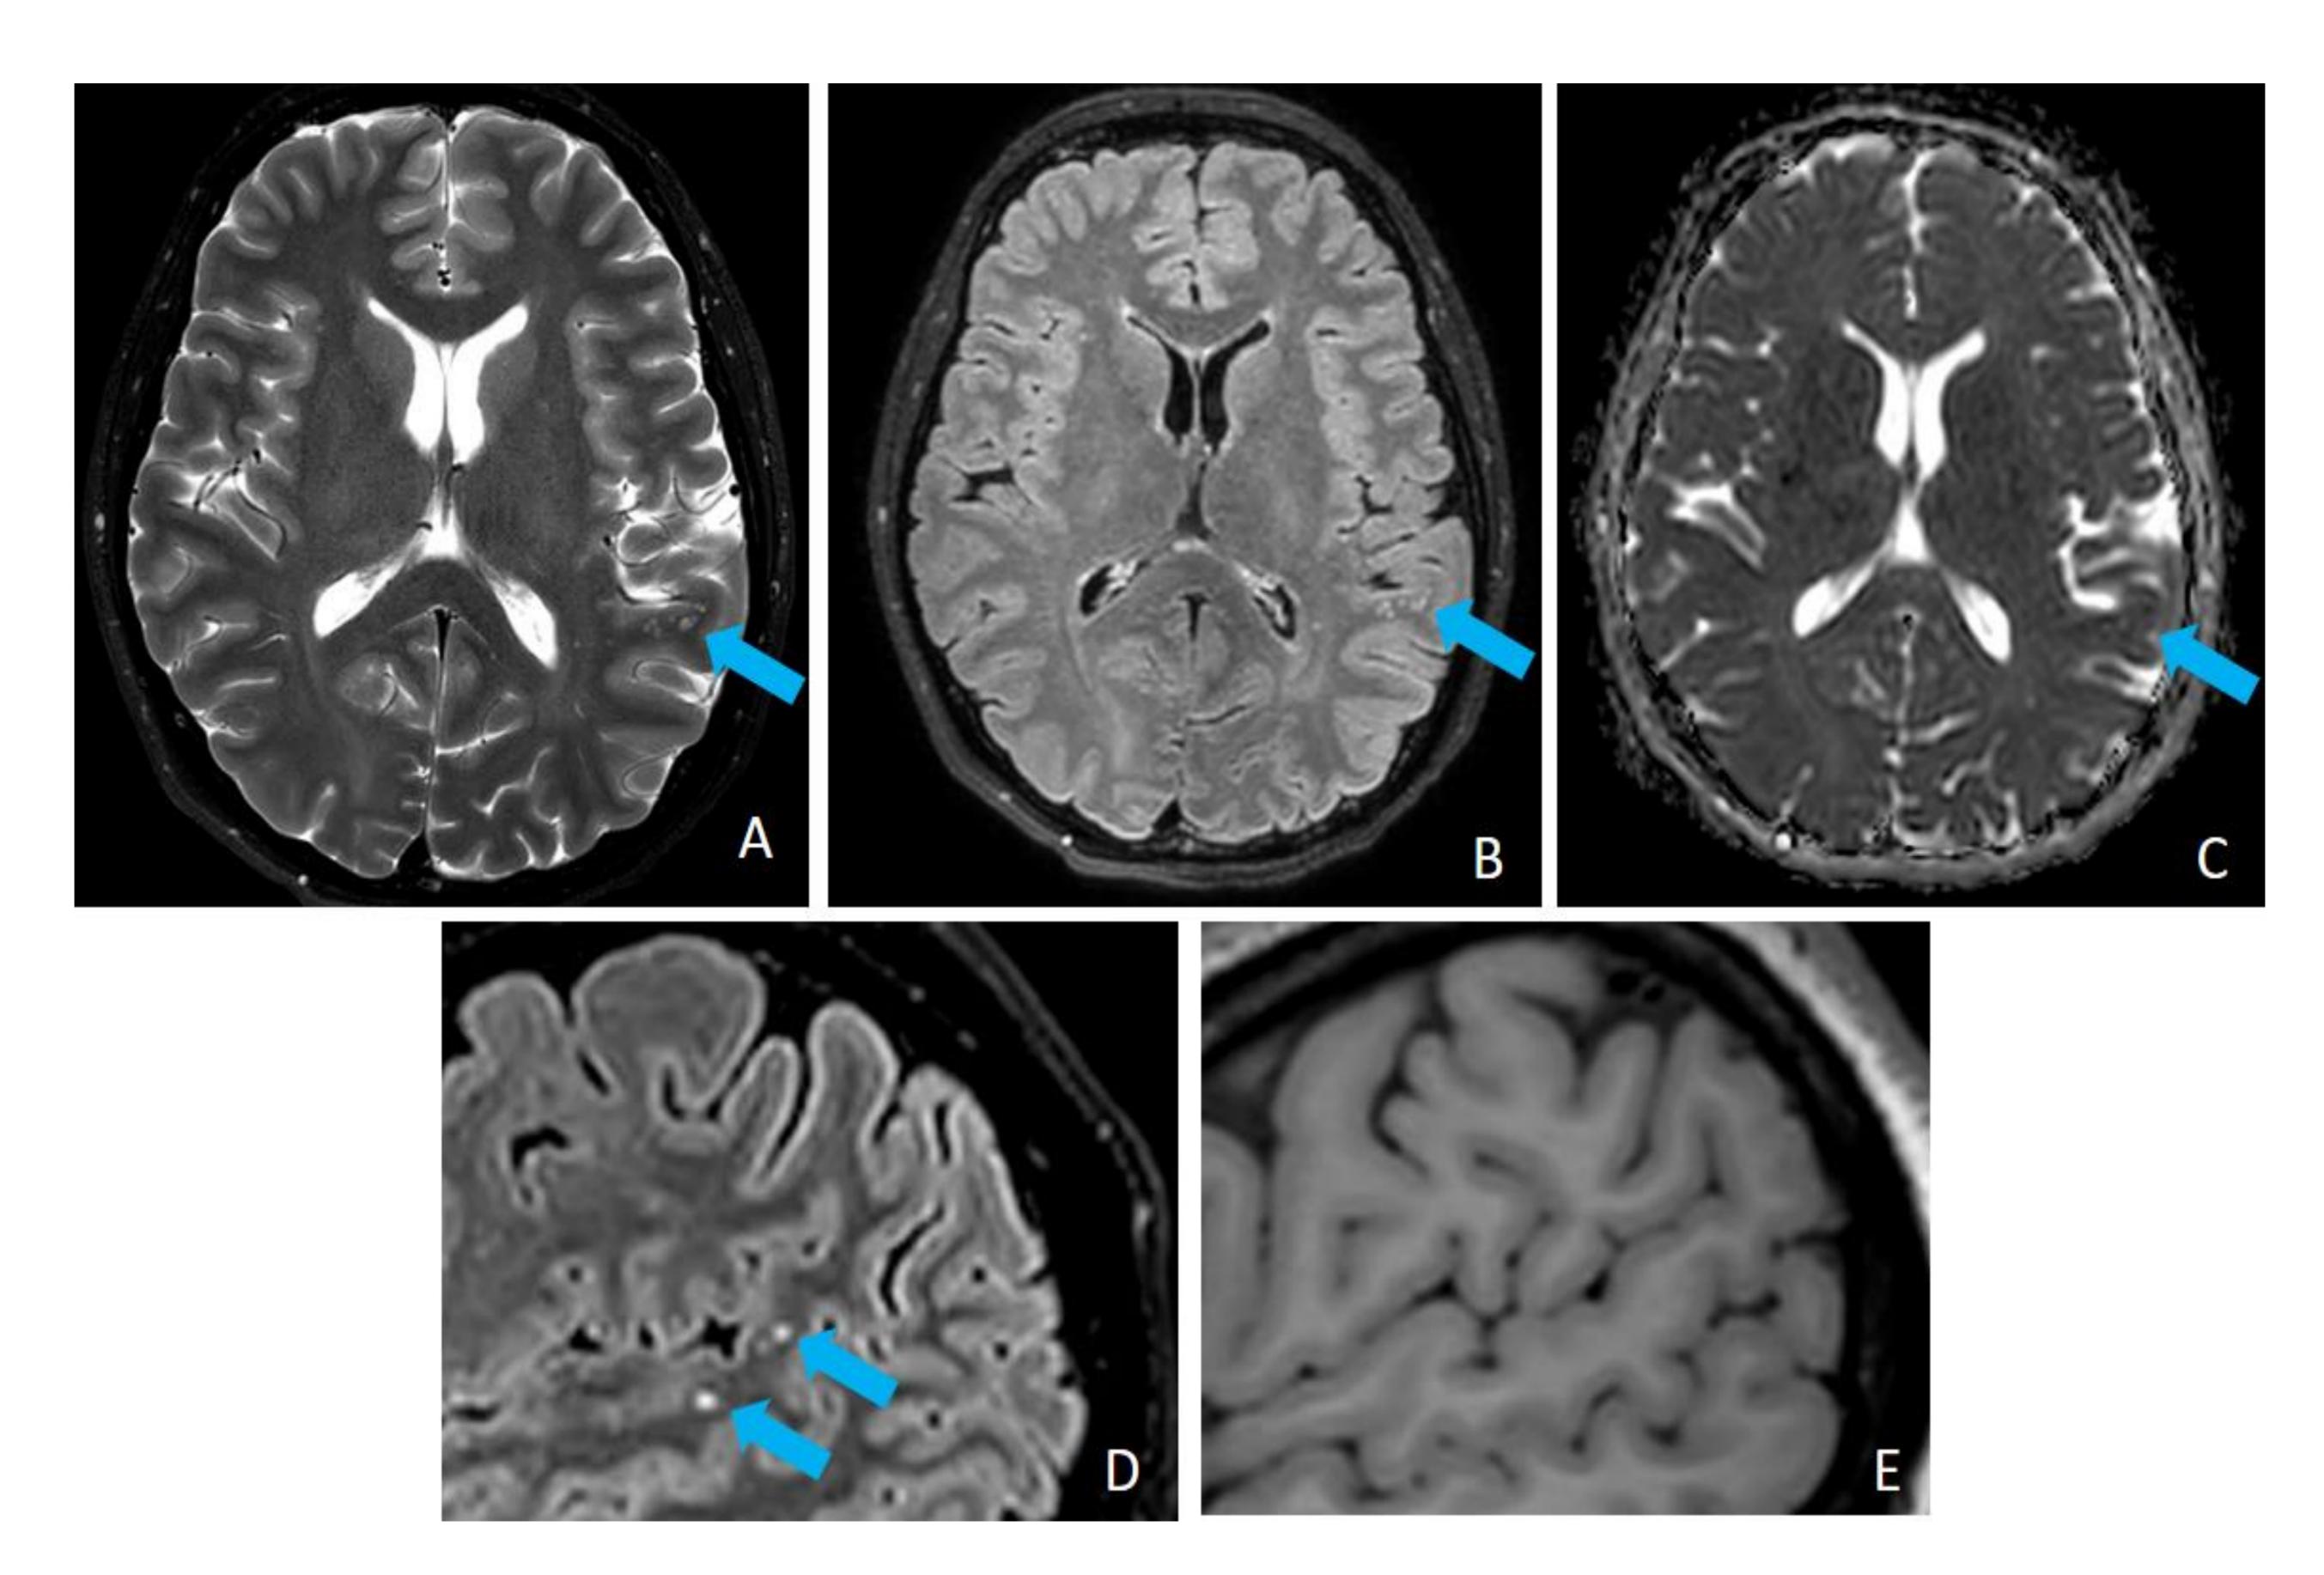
RM con secuencias T2 axial (A), FLAIR axial (B), mapa de ADC (C), FLAIR sagital (D) y T1 sagital sin contraste (E). Se objetivan focos puntiformes en la sustancia blanca subcortical/yuxtacortical de la convexidad temporal posterior izquierda agrupados en forma de pequeñas "burbujas", hiperintensos en secuencias T2/FLAIR y difusión, iso-hipointensos en T1, sin realce de contraste ni expansividad, compatible con MVNT cerebral.
